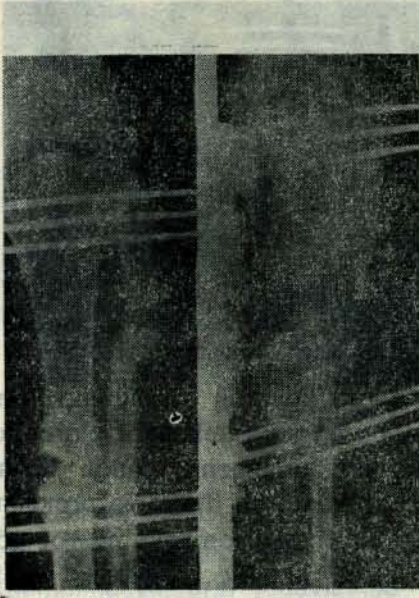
1 — Hastanın tedaviye alınmadan önce sağ crus AP-Lateral radyografisi.
